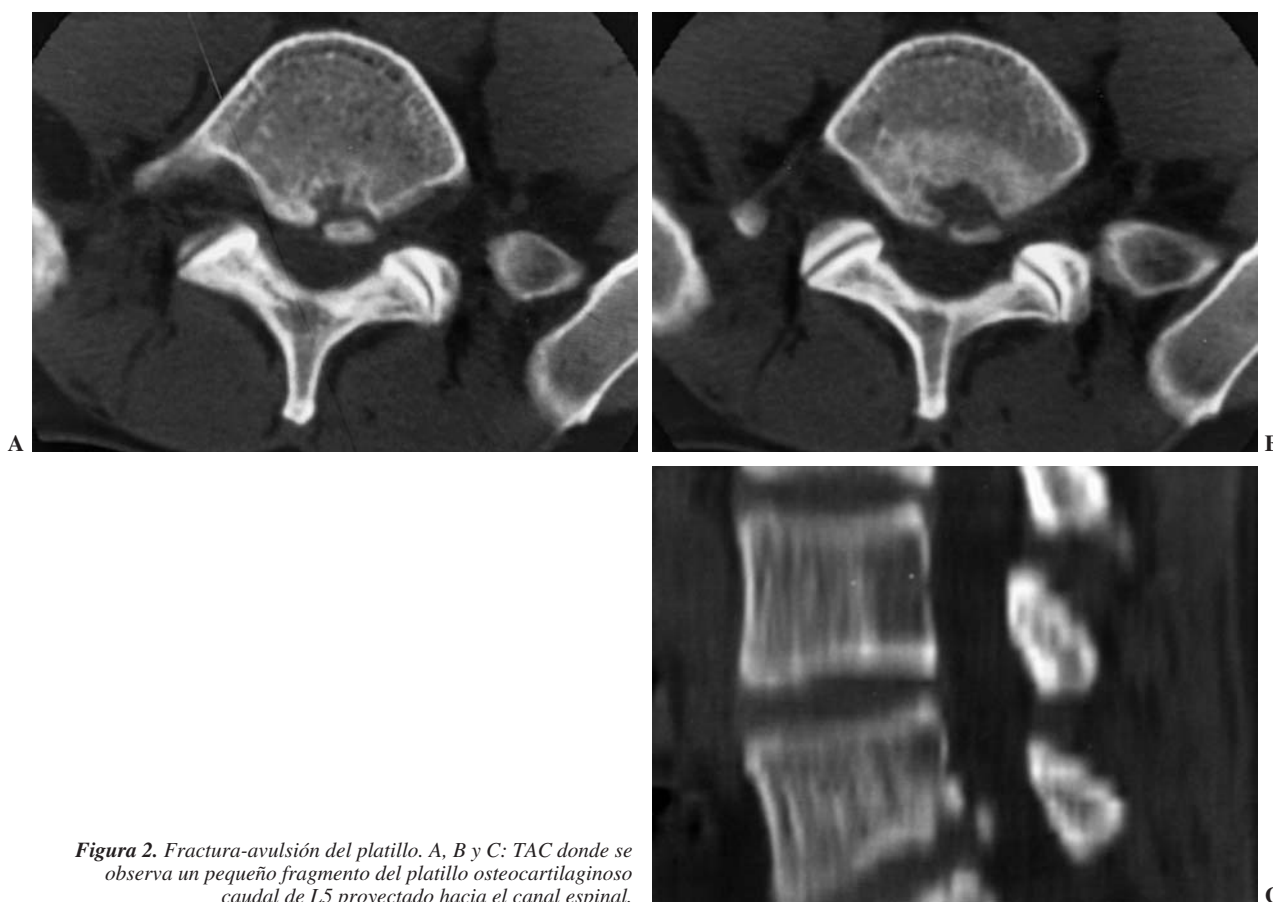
Fractura-avulsión del platillo. A, B y C: TAC donde se observa un pequeño fragmento del platillo osteocartilaginoso caudal de L5 proyectado hacia el canal espinal.
